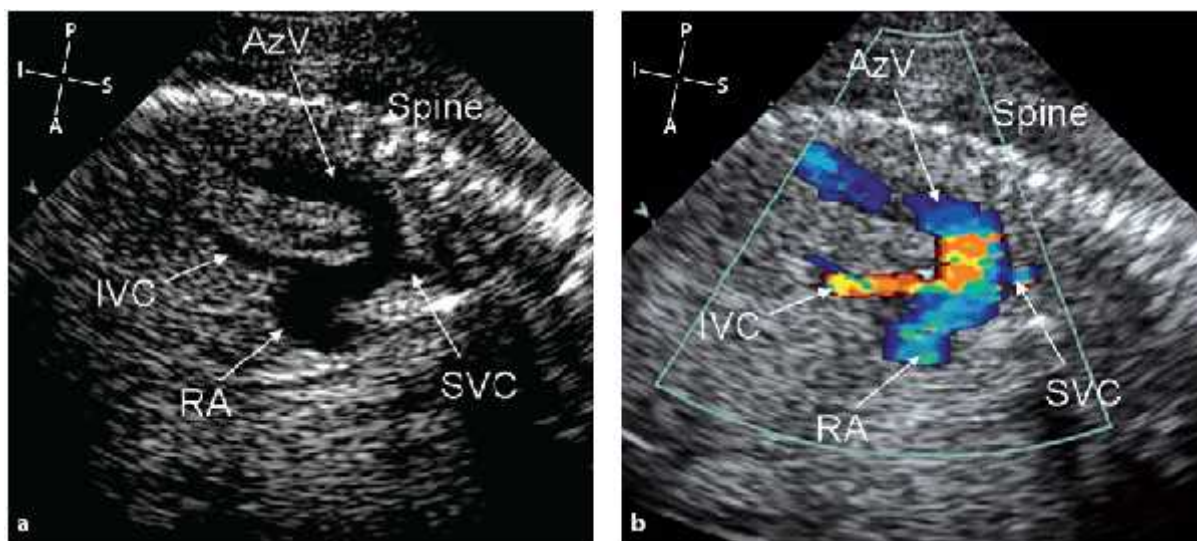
Mặt cắt 2 TM ở thai 35 tuần bị hồi lưu TMP toàn phần thể trên tim, trên 2D (a) và trên doppler màu (b).
